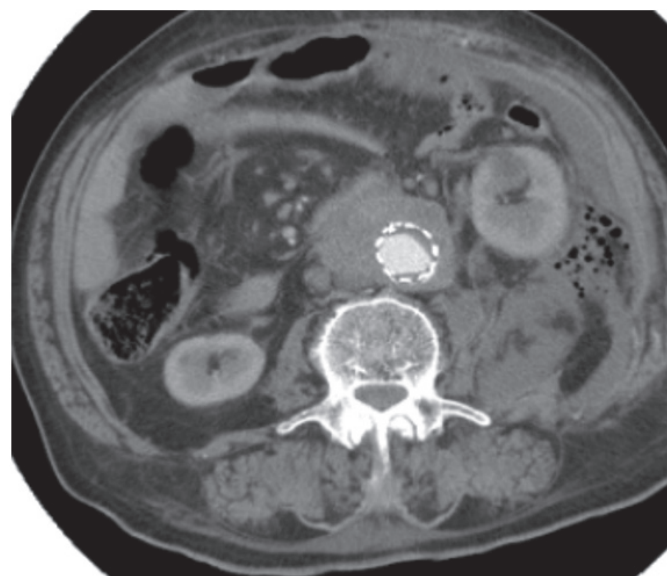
TAC simple y contrastada de ingreso. Muñón aórtico. Se puede notar aparente comunicación entre aorta en donde inicia prótesis, aire peri duodenal y extravasación del contraste al duodeno.
